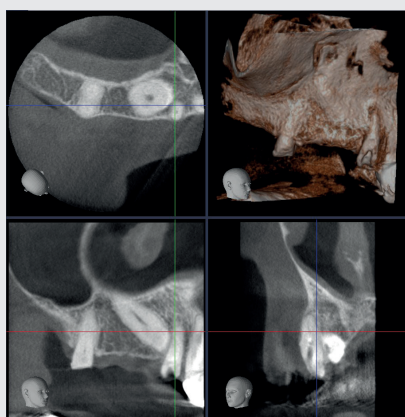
TAC Cone Beam a FOV ridotto denti 15-11
